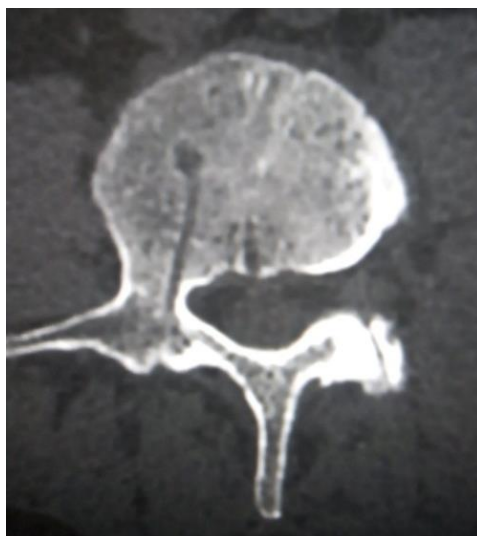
КТ позвонка после выполнения чрескожной транспедикулярной трепанбиопсии (визуализируется канал от трепана)
